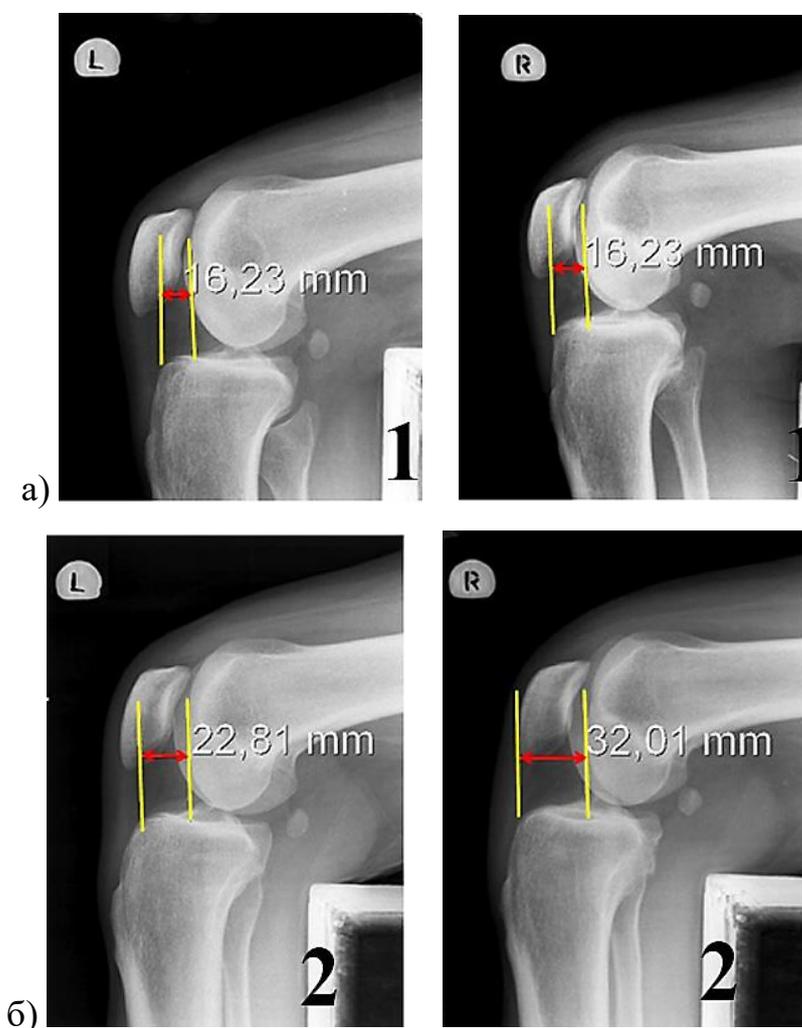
Функциональные рентгенограммы коленных суставов в боковой проекции военнослужащего С., 21 год, с застарелым разрывом ПКС правого коленного сустава: а) до выполнения дистракции (расстояние А); б) после выполнения дистракции (расстояние В).
